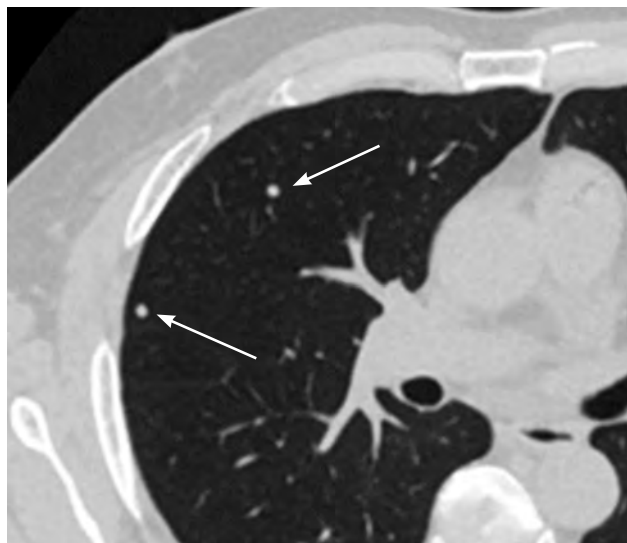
Скан КТ в аксиальной плоскости, легочное окно. Визуализируются два очага солидного типа в верхней доле правого легкого (стрелки) размером 4 мм, округлой формы в двух ортогональных проекциях у пациента с гепатоцеллюлярным раком. Несмотря на близость к плевре, округлая форма данных очагов не подходит под концепцию внутрилегочных лимфоузлов. В динамике подтверждены метастазы гепатоцеллюлярного рака
